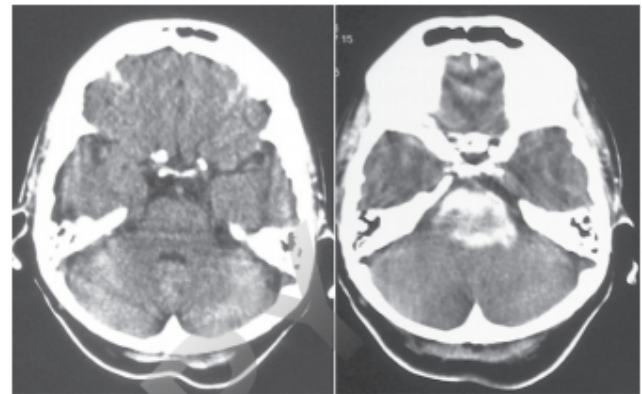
TC sin contraste. Transformación hemorrágica de una isquemia de tronco tras la fibrinólisis de la arteria basilar.
